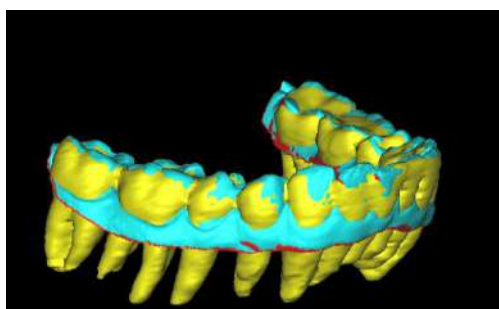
Трехмерное сравнение положения зубных рядов в автоматическом и ручном режиме при помощи маркировки областей интереса с положением сегментированных моделей зубов из КТ. Голубой цвет – автоматическое выравнивание, красный цвет – ручное, желтый цвет – сегментированная модель зубов из
